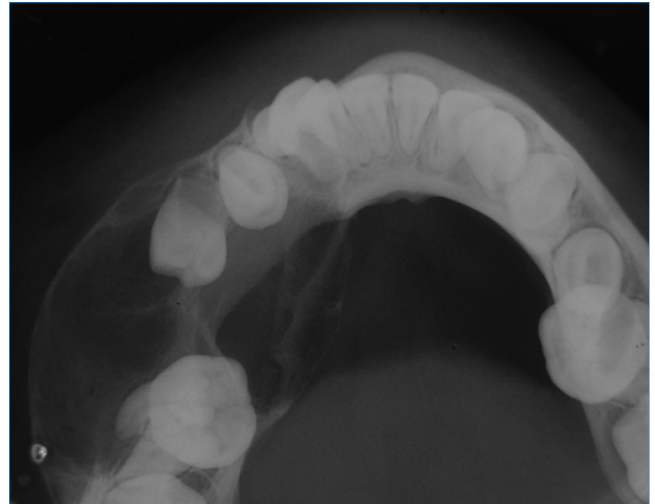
Radiografia oclusal demonstrando expansão das corticais vestibular e lingual de corpo mandibular direito associada à lesão, além de alteração de posição dos elementos dentários associados.
